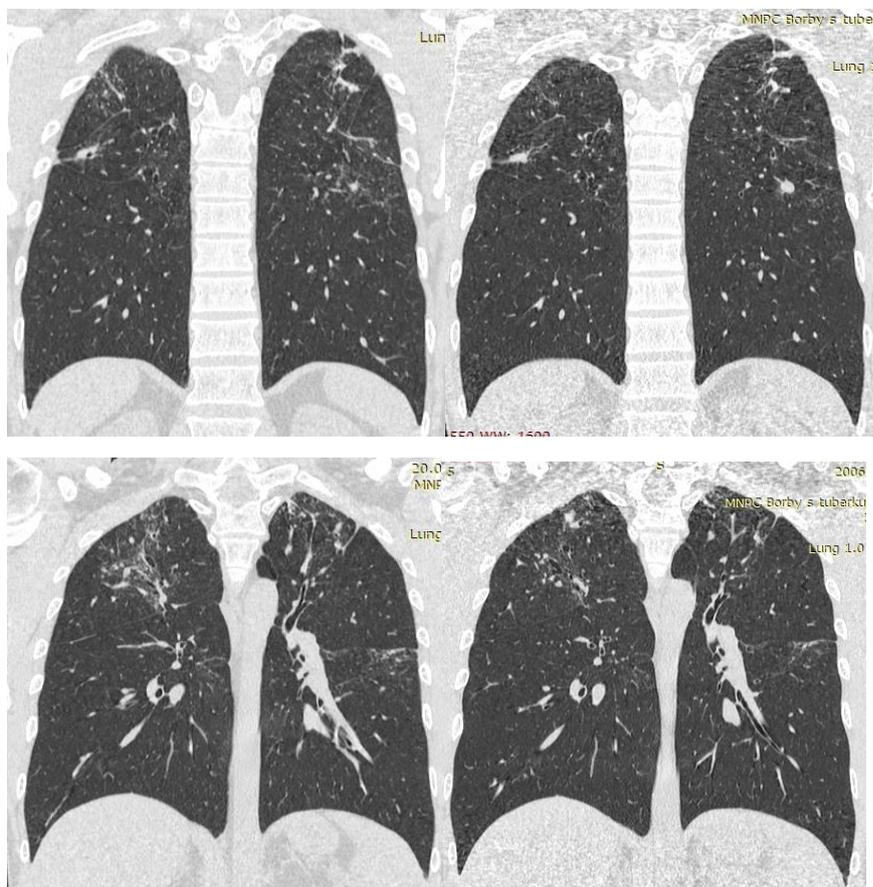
КТ ОГК пациента Т. от 23.07.19
